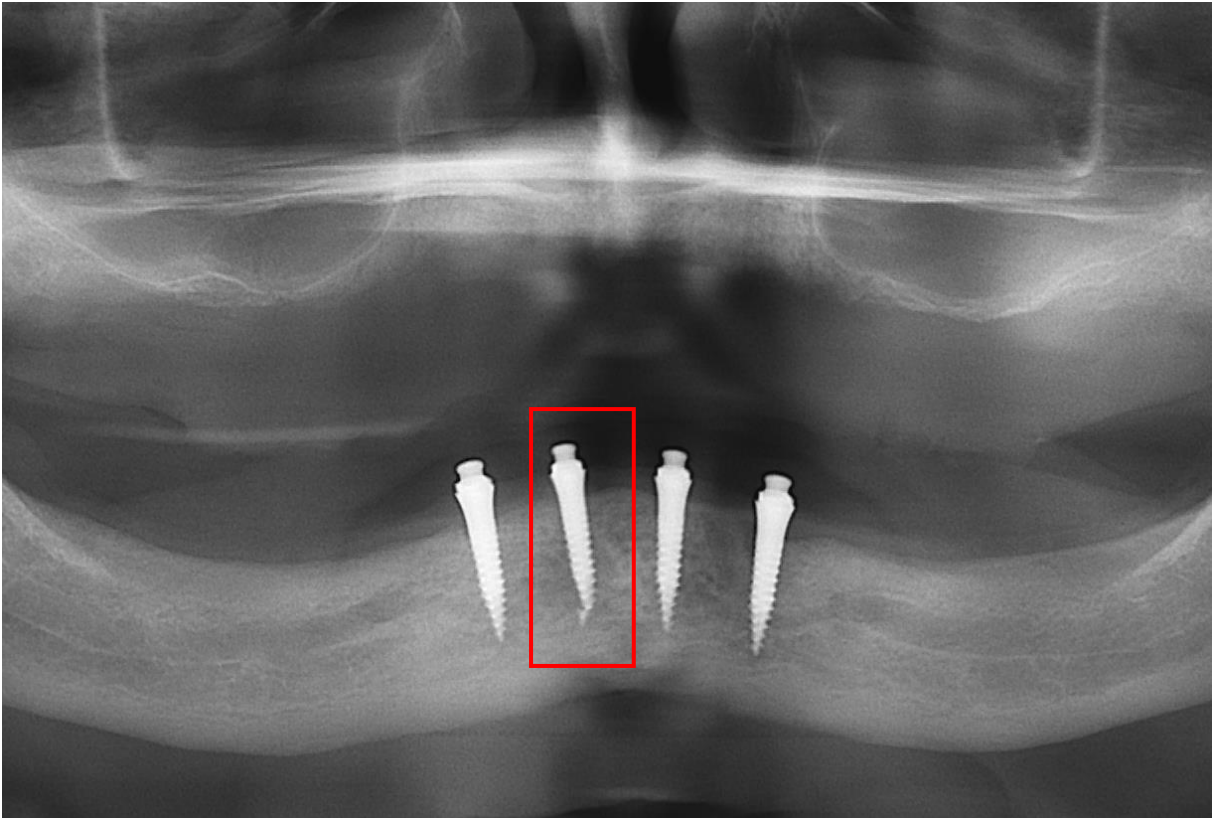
Corte ampliado de radiografia panorâmica mostrando aspecto de normalidade na região de implante com ápice fraturado.
